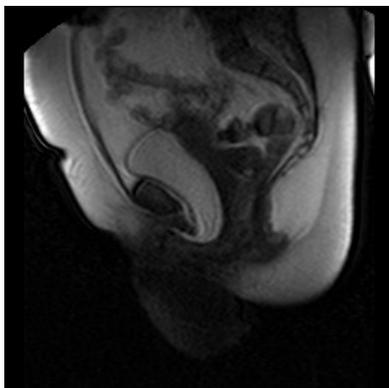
МРТ таза женщины с НМпН III ст.
